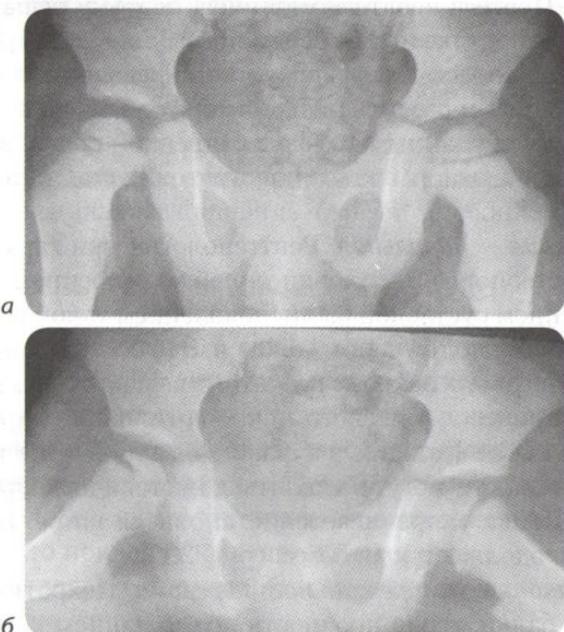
II стадия болезни Пертеса. Рентгенограмма в прямой проекции (а) и по Лауэнштейну (б)
